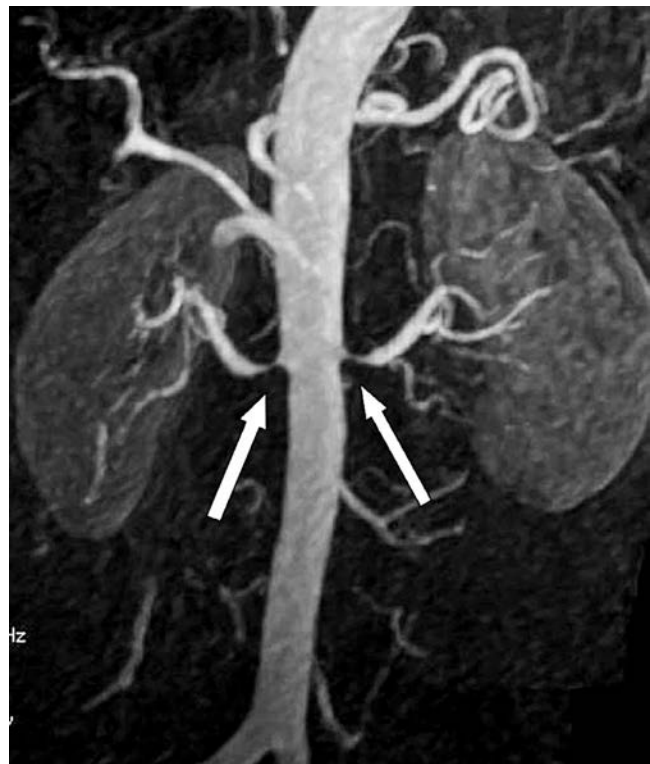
Angiografía por resonancia magnética de la aorta abdominal que revela estenosis bilateral de los orificios arteriales renales (flechas).
